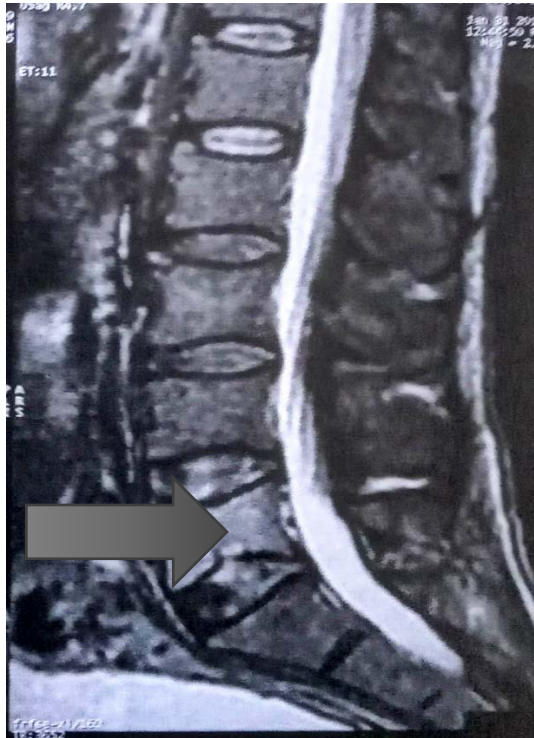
IRM lombaire du même patient, en coupe sagittale en séquence T2 avec injection, objectivant une lésion du corps vertébral de L5 avec fracture biconcave minimale rehaussée après injection du produit de contraste.
